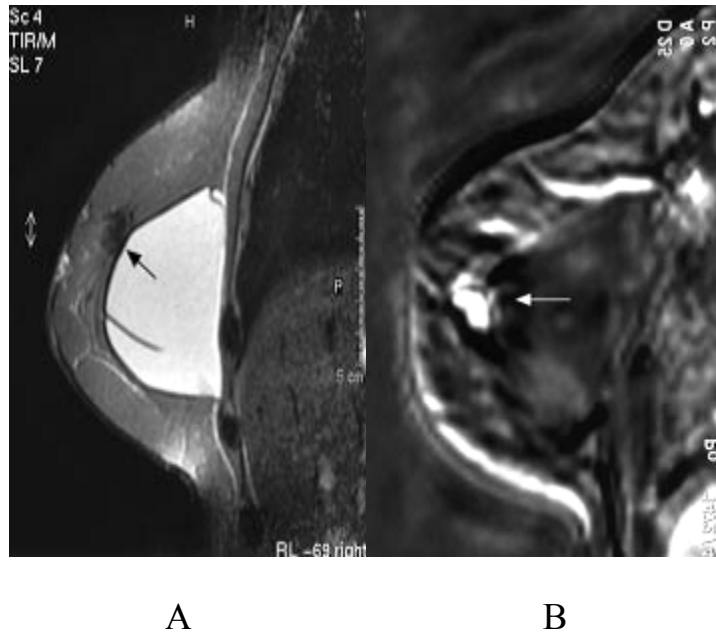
IRM mammaire (217) : cancer sur prothèse.
